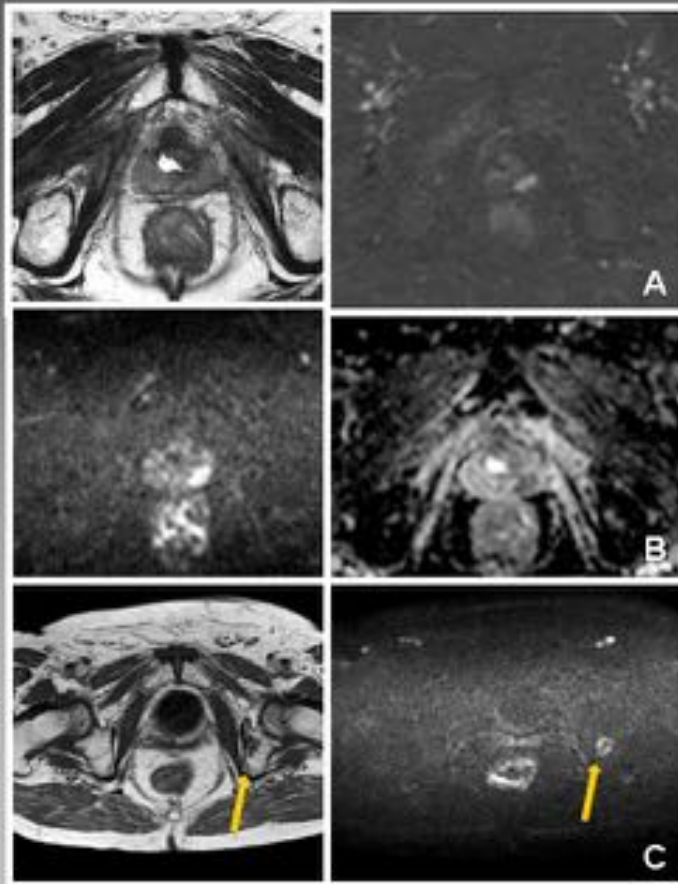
Recidiva local. Paciente de 55 años intervenido de neoplasia prostática de riesgo intermedio hace 15 años (pT2c, margen positivo). 2 años después presenta recidiva bioquímica y posterior ascenso de PSA muy lento sin pruebas radiológicas patológicas. A los 13 años de la cirugía presenta PSA de 10 ng/mL y tacto rectal dudoso. Se realiza RM que diagnostica recidiva local. En la actualidad pendiente de PET-TC colina para descartar enfermedad diseminada antes de realizar tratamiento local.
